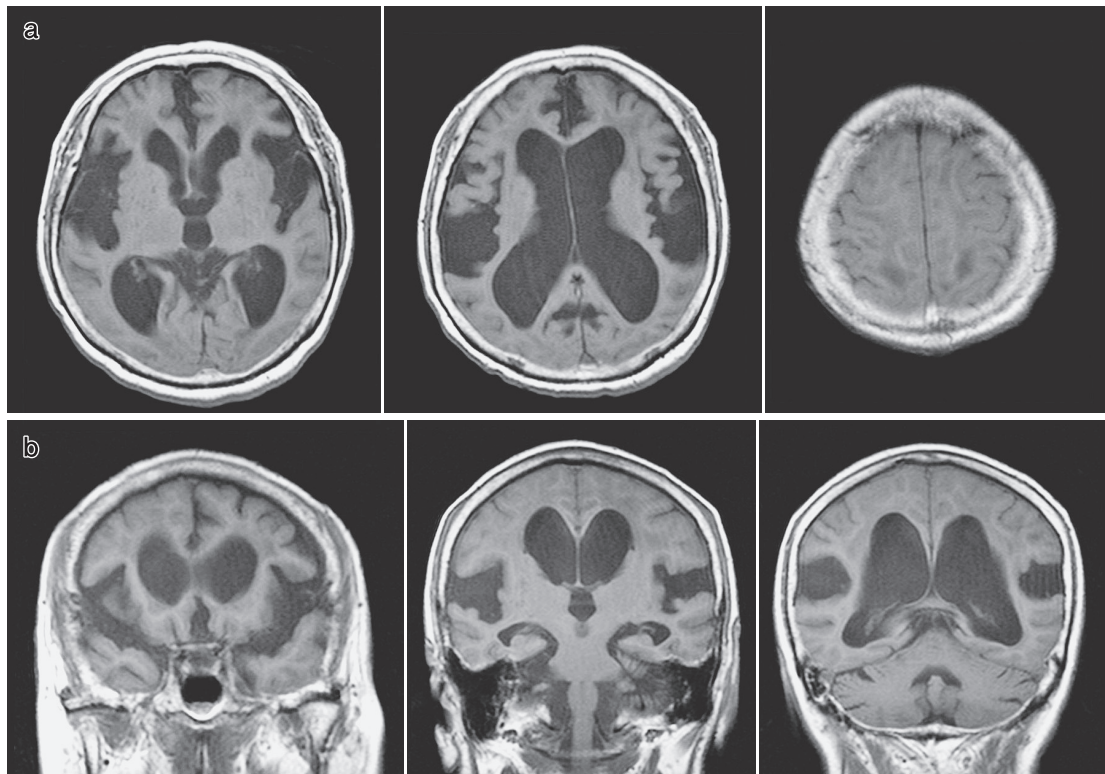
特発性正常圧水頭症の MRI T1 強調画像の特徴 (DESH)
